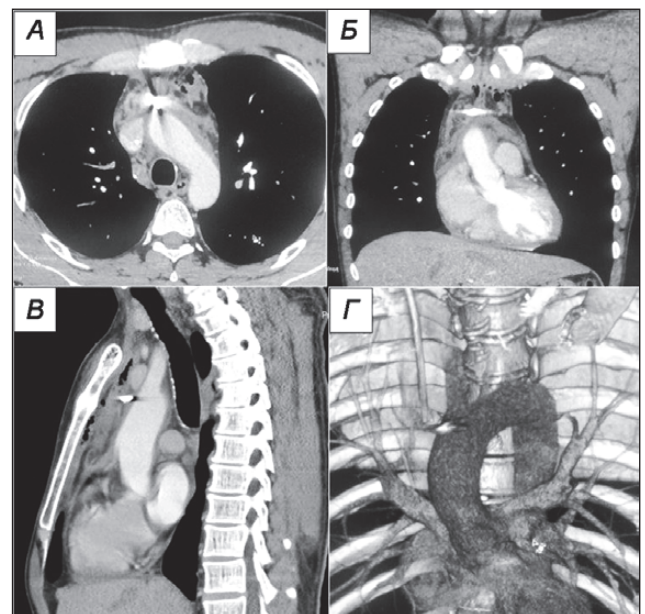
Дані МСКТ-ангіографії ОГК: куля в передньверхньому середостінні на рівні дуги аорти, екстравазація відсутня. А — аксіальна площина; Б — коронарна проєкція; В — сагітальна проєкція; Г — 3D-модельовання
